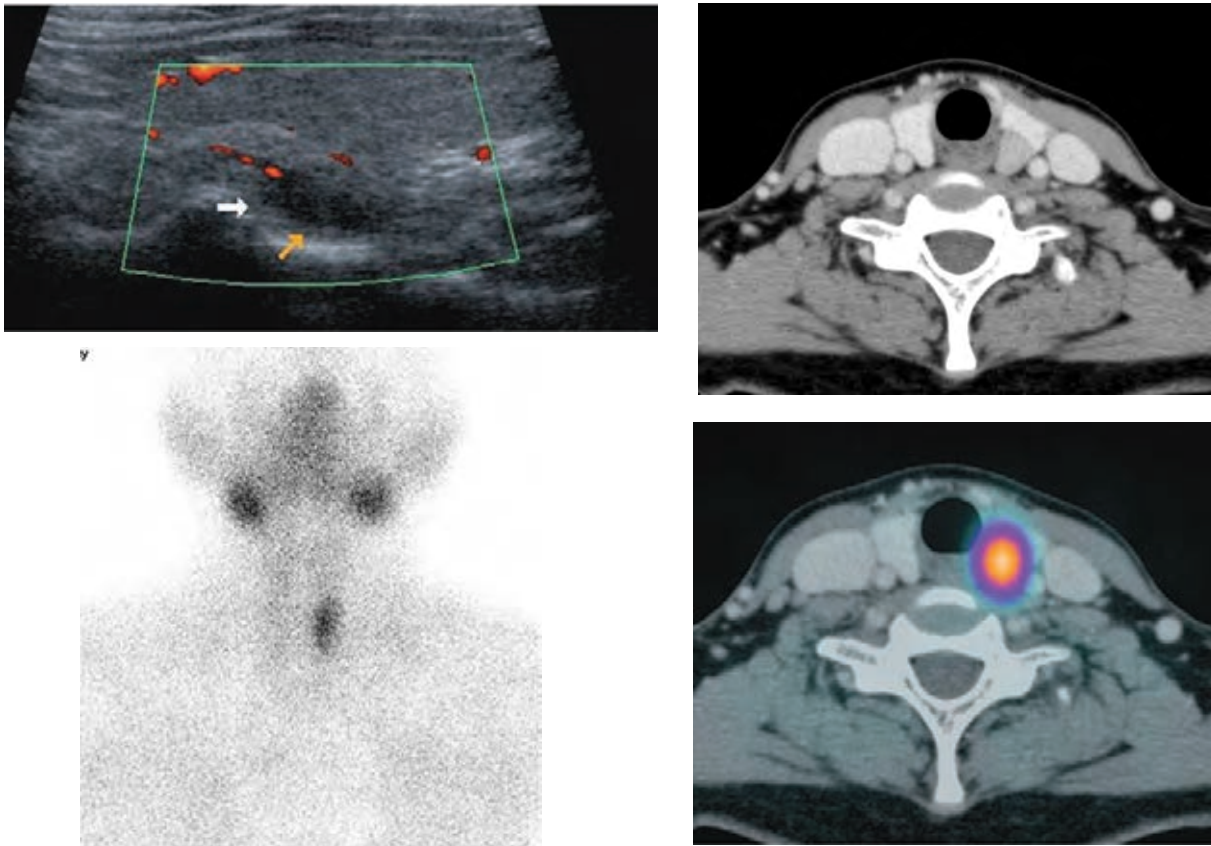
副甲状腺腺腫の典型的な超音波像とMIBIシンチグラフィ
